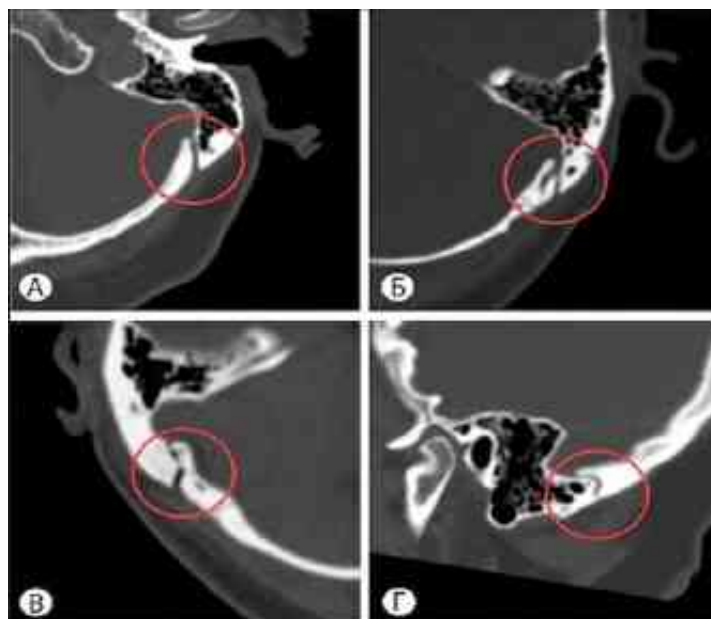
Передопераційна КТ виявляє пряму форму КСЕВ в аксіальній площині (А), з двома зовнішніми отворами (Б), вигнуту форму в аксіальній (В) і сагітальній площинах (Г).
